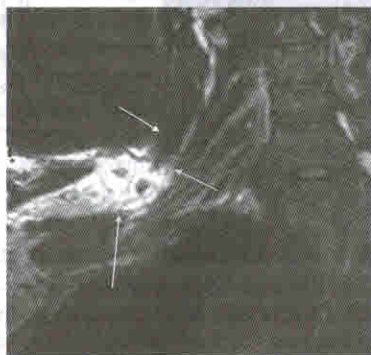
Плечевое сплетение. МР-томограмма в корональной проекции. FSE + Fat Sat — ИП, T2 — ВИ. Стрелки указывают на стволы плечевого сплетения
